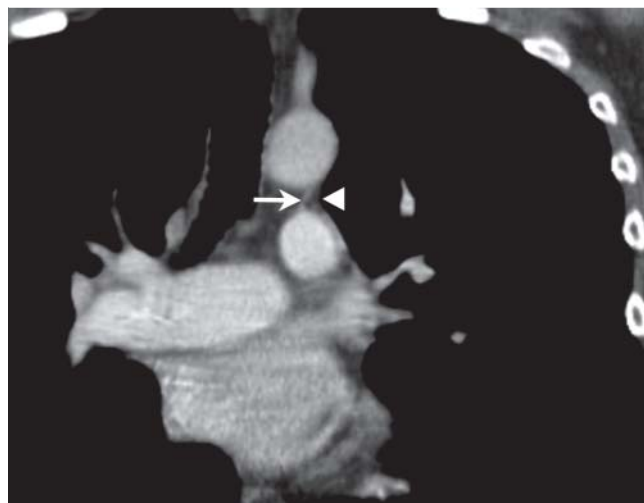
CT mit aortopulmonalem Fenster (koronarer Schnitt). Begrenzung medial durch das Ligamentum arteriosum (Pfeil), lateral durch die Pleura parietalis (Pfeilspitze).
